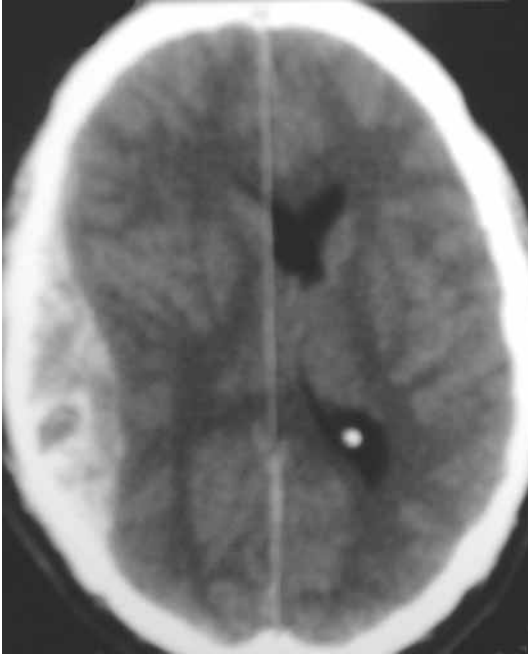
Corte axial de TC craneal de un paciente de 42 años que ha sufrido una caída accidental con pérdida de consciencia inicial de varios minutos y que una hora más tarde presenta clínica de cefalea, vómitos y subreactividad. Obsérvese el gran hematoma epidural temporal derecho, así como el importante efecto expansivo que ocasiona (lesión tipo VI de la clasificación de Marshall).
